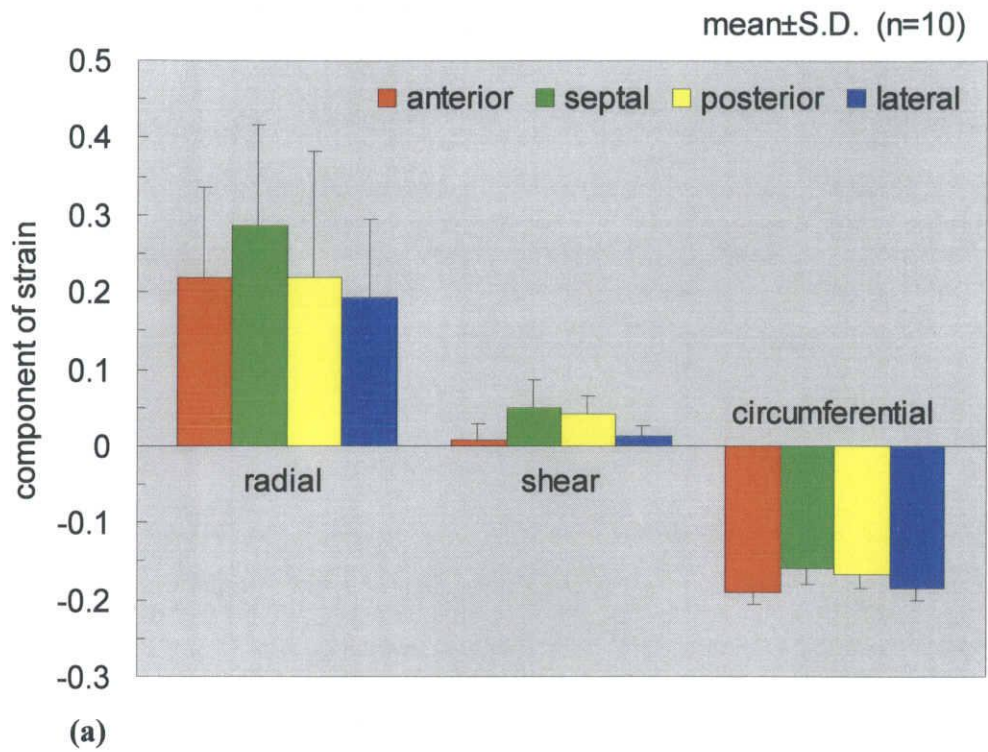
MRI の tagging 法とシミュレーションの収縮末期におけるひずみの比較
